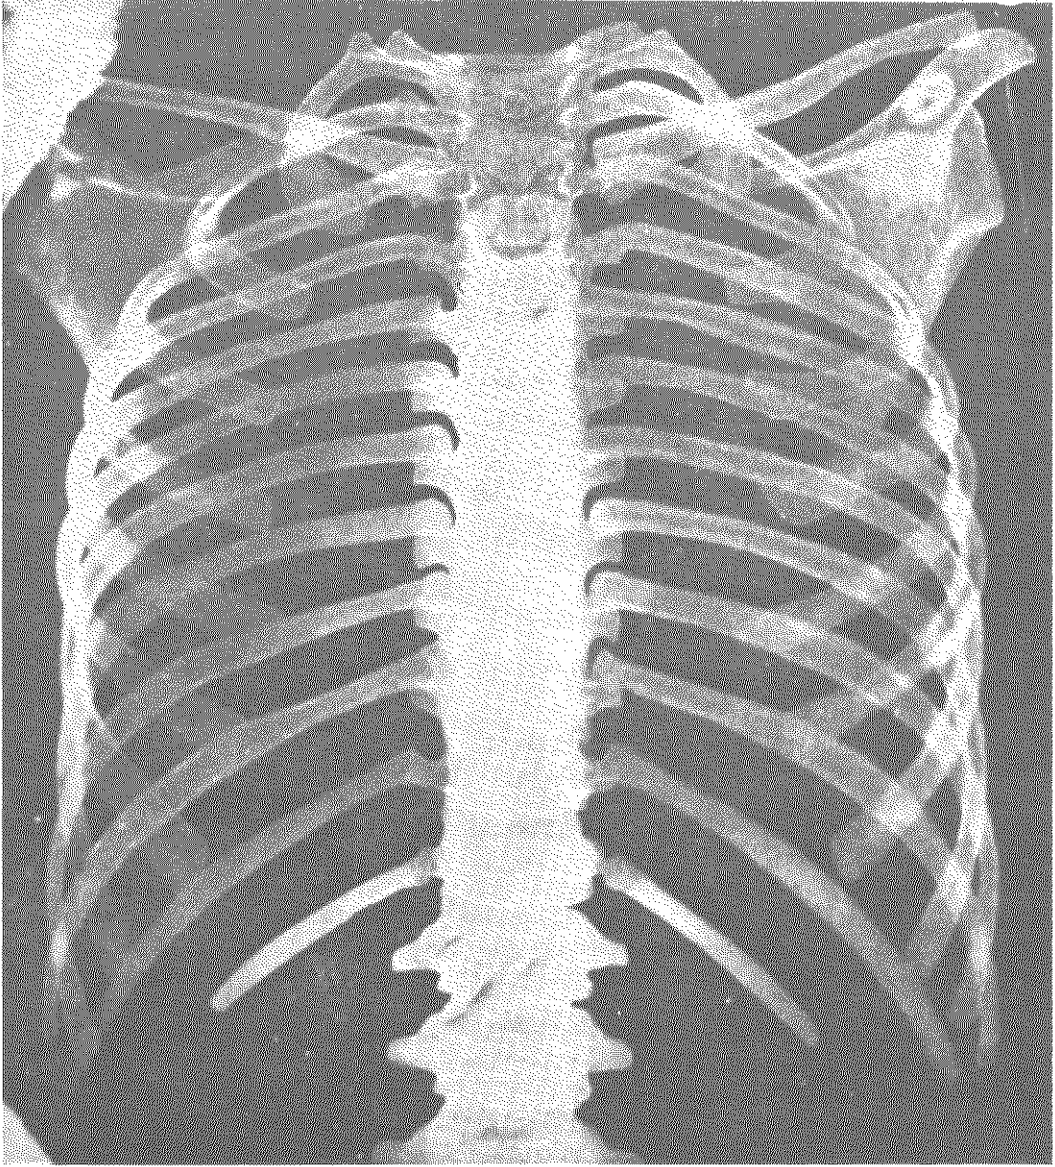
RADIOGRAFÍA POSTERIOR DE TÓRAX EN NIÑO DE 8 AÑOS.
